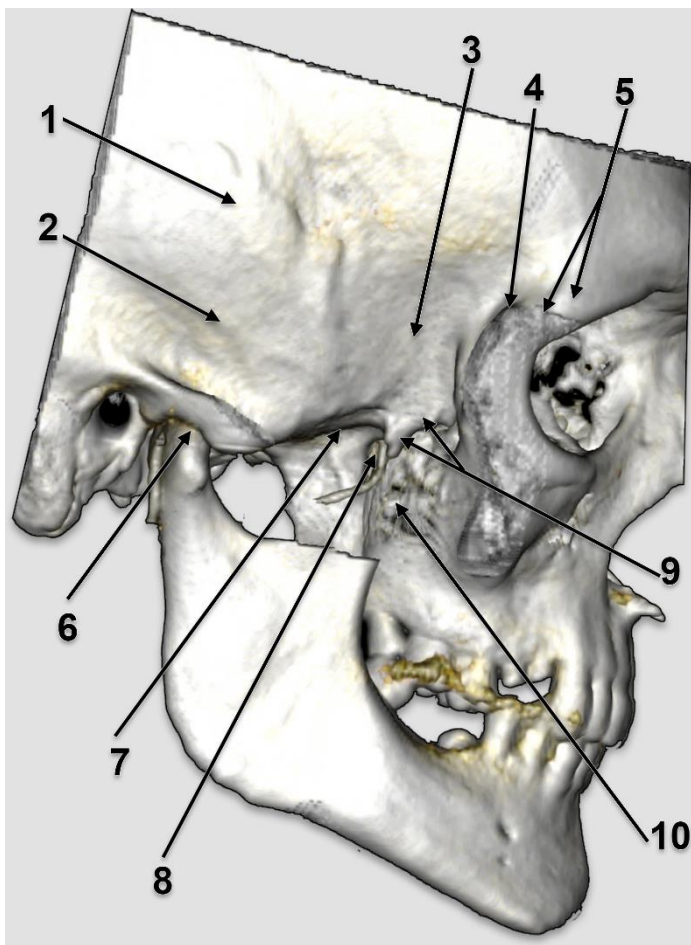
Fosele temporală și infratemporală, partea dreaptă, randare 3D CT. 1.osul parietal; 2.scuama temporală; 3.aripa mare sfenoidală – fața temporală; 4.tuberculul zigomatic marginal; 5.arcada frontozigomatică; 6.ATM; 7.aripa mare sfenoidală – fața infratemporală; 8.fosa pterigopalatină, a.maxilară; 9.creasta infratemporală, tuberculul sfenoidal.
